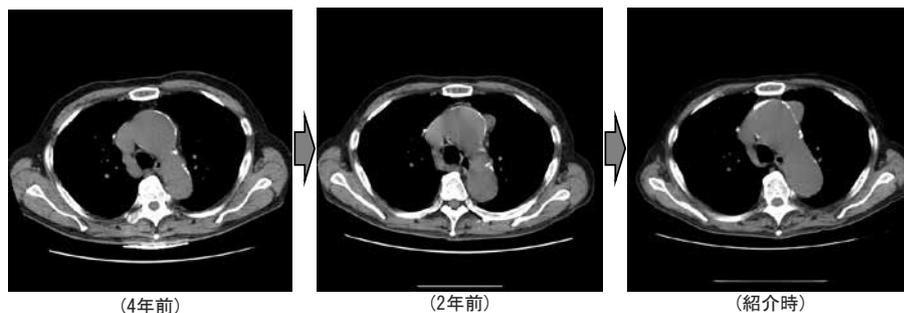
胸部 CT 検査 胸部大動脈瘤の突出と大動脈径の増大を認める
